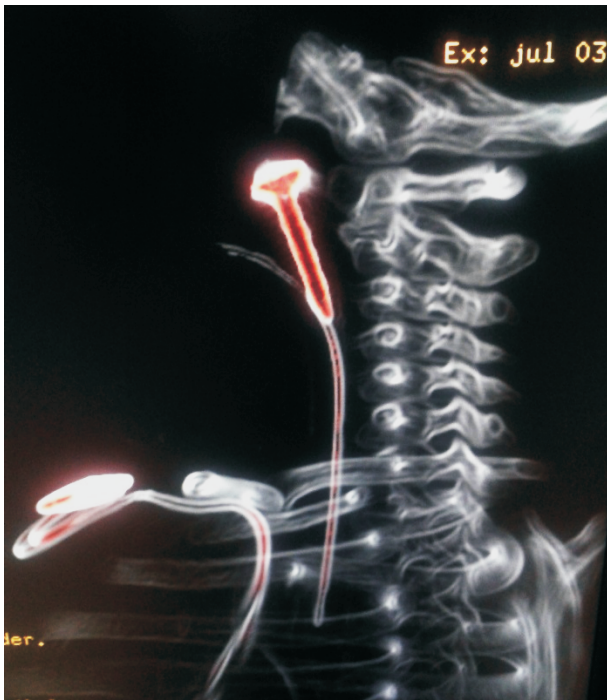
TAC de Cuello incidencia lateral con reconstrucción en 3D Técnica Hardware.
